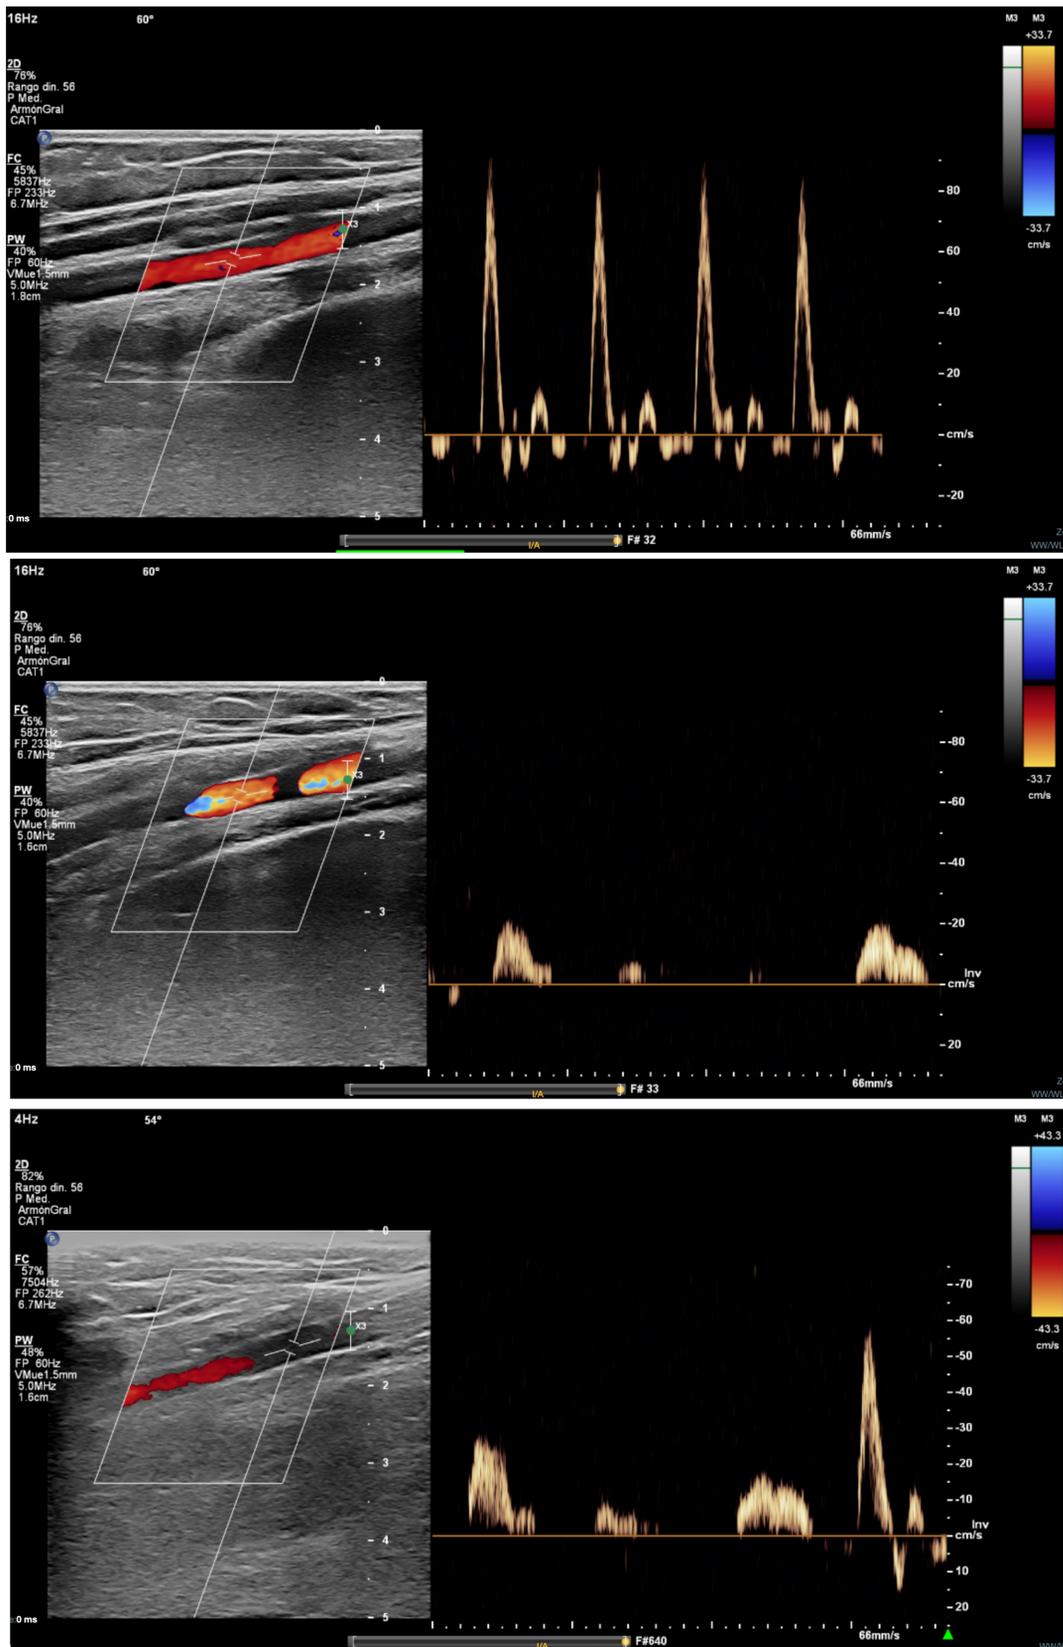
Ecografía con Doppler color. Se evidencian cambios en la morfología espectral en la arteria braquial cuando se modifica la posición del brazo, desde una posición neutra (normal) hacia la abducción del mismo (flujo de tipo post-obstructivo). Este hallazgo aislado no determina por si solo un diagnóstico de SOT arterial.
